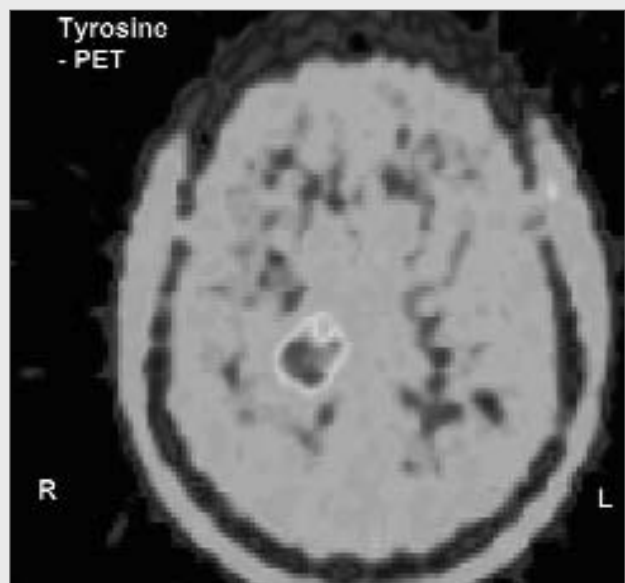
Tyrosine PET in a 35-year-old female patient who presented with asymmetric tonic seizures. MRI revealed an unclear lesion in the right thalamus and the tyrosine PET study suggested that it could be a higher graded tumor.
